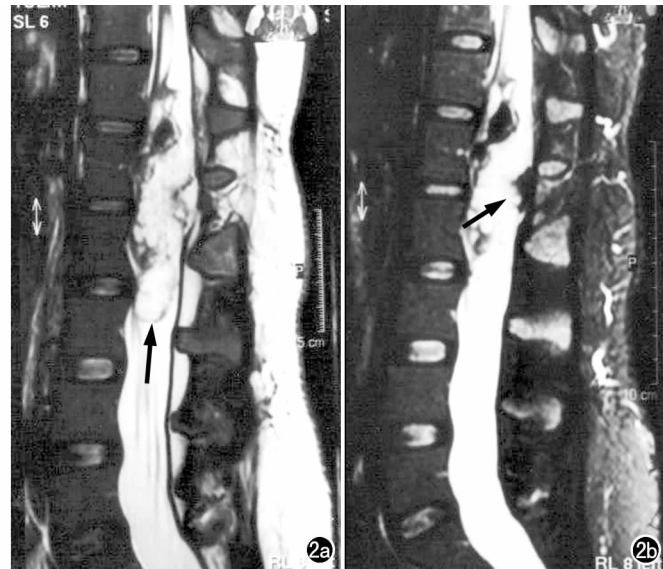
MRI T₂WI。a) 示 $Th_{12} \sim L_3$ 水平椎管内稍高信号梭形肿块影,伴不规则片块状低信号(箭), L_1 椎体棘突明显较相邻椎体小,椎弓裂隙及棘突周围见脂肪信号充填; b) 抑脂序列示瘤体后缘三角形略高信号区转为低信号(箭)。
